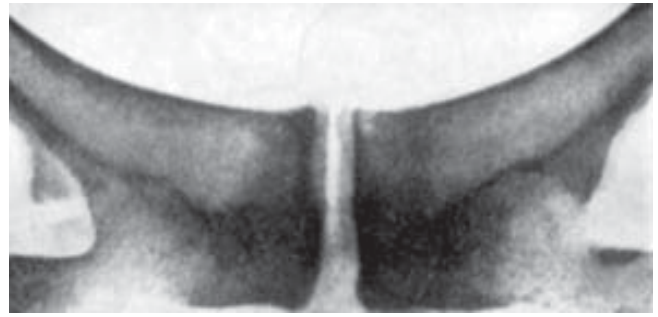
Розходження лобкового симфізу 1-го ступеня. Рентгенограма
